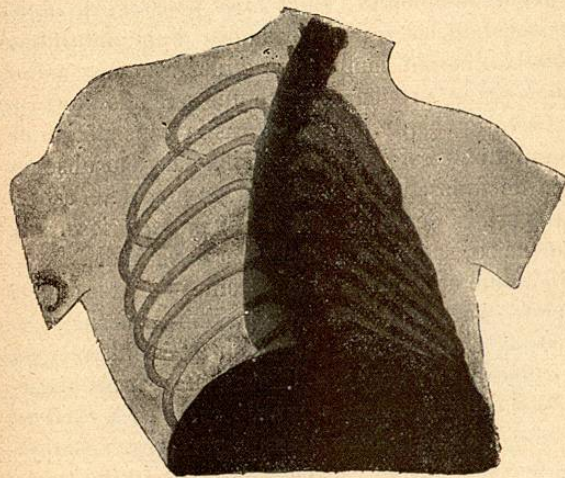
Radiographie d'une sclérose pulmonaire consécutive à une pleurésie; rétraction costale et dextracardie. (Guilloz.)
